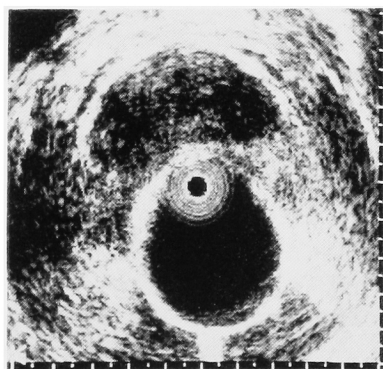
Preoperative transrectal ultrasonography (4MHz).
